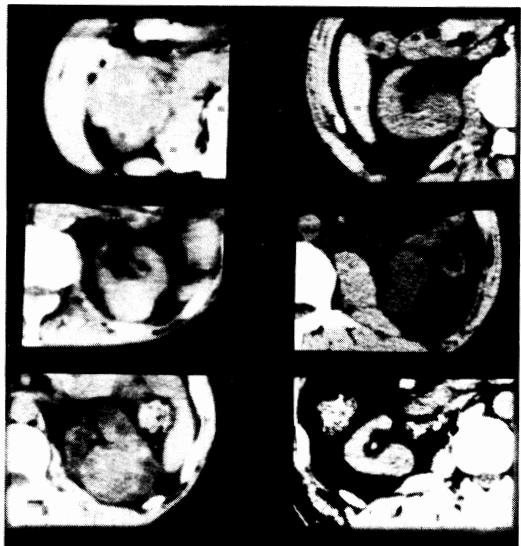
我々が経験した透析患者の腎癌例のCT像（最近の6症例）。
